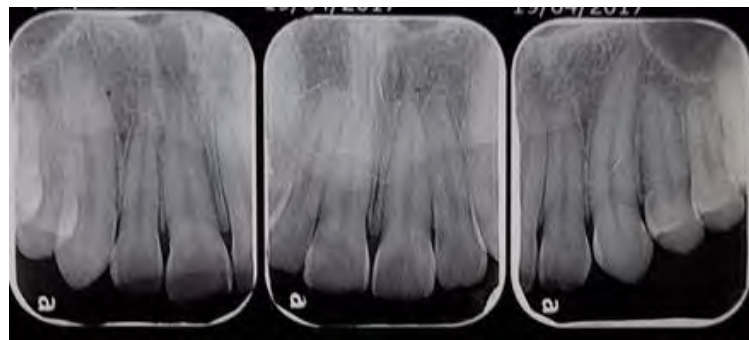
Radiografías periapicales de diente 13 a 23^{fd}
